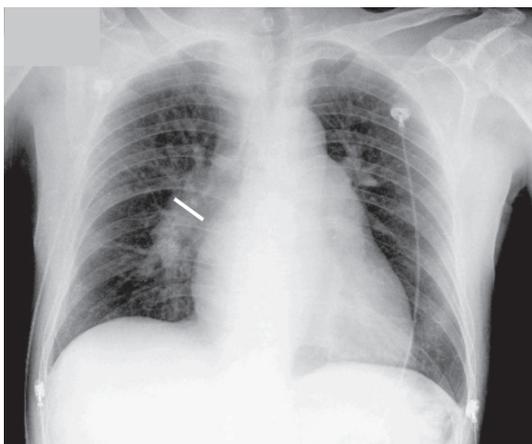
Radiografía de tórax en la cual se mide la arteria interlobar inferior derecha.
